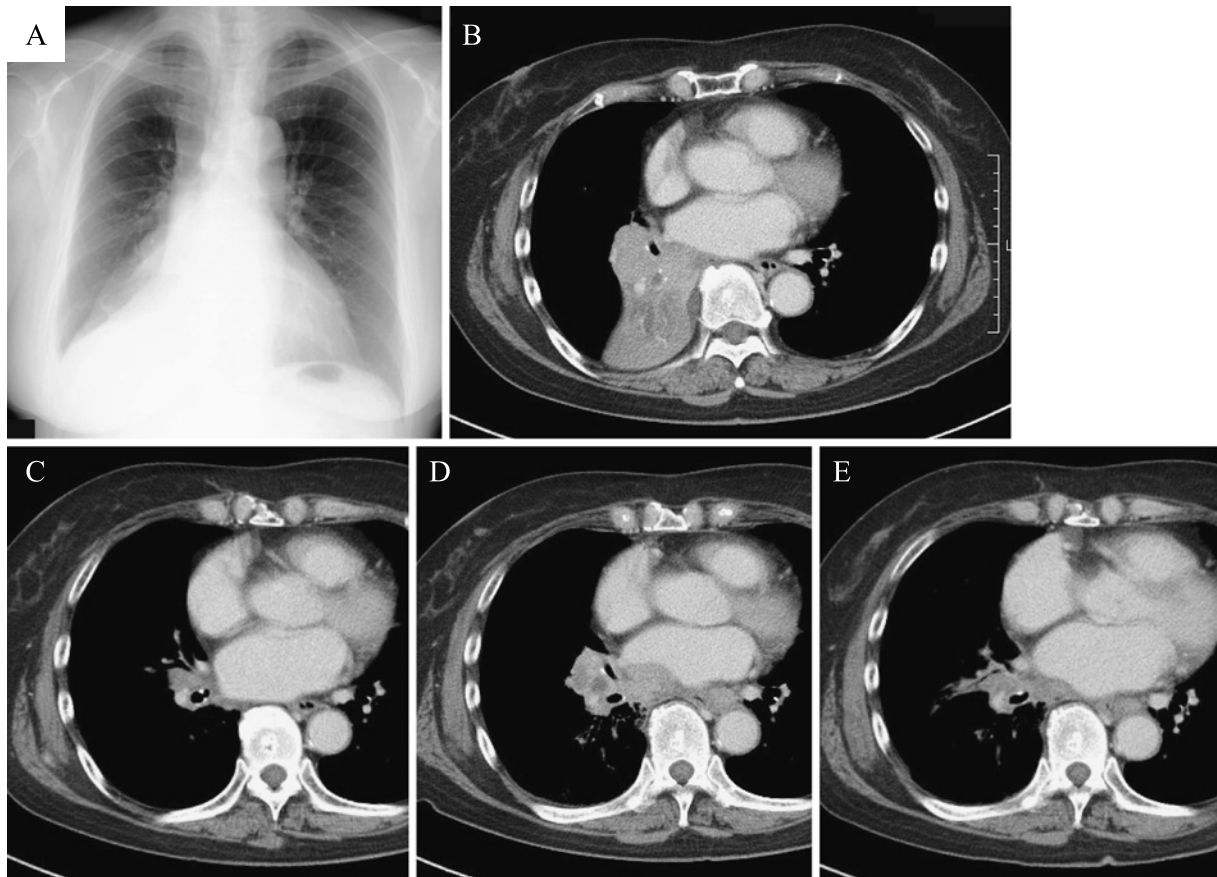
Chest roentgenogram (A) and CT scans (B-E) obtained during the clinical course. A mass lesion with atelectasis was identified in the lower lobe of the right lung before treatment with crizotinib (A, B). The mass shrank in size 26 days after the initiation of crizotinib (C). One year later, the mass exhibited regrowth (D); however, it again decreased in size 24 days after the initiation of alectinib (E).
